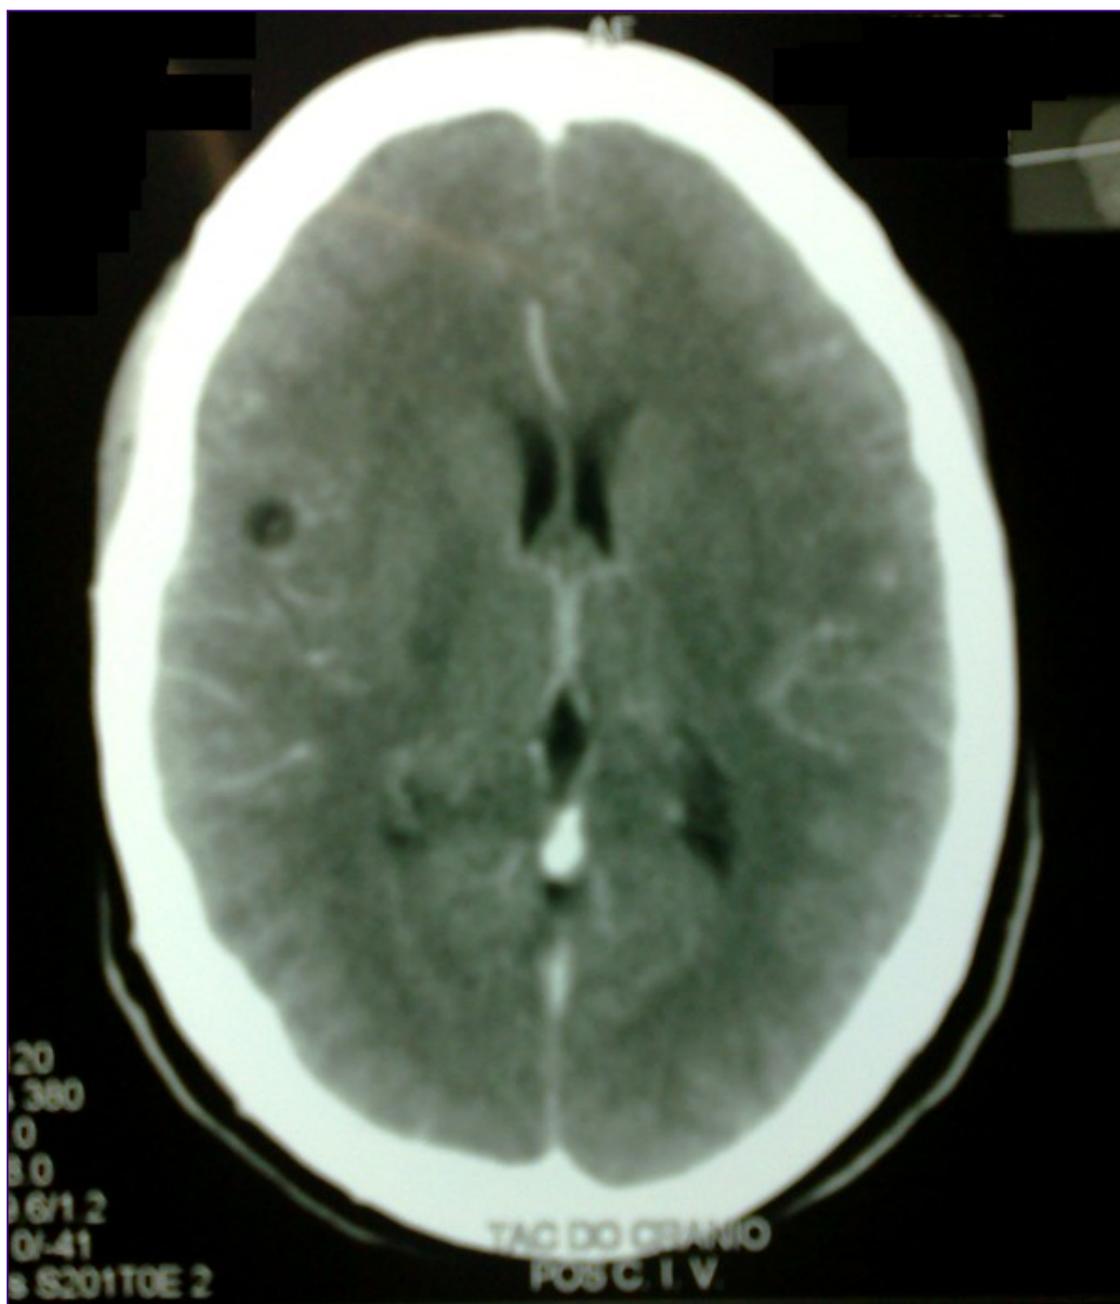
TC de cráneo, simple y contrastada.
